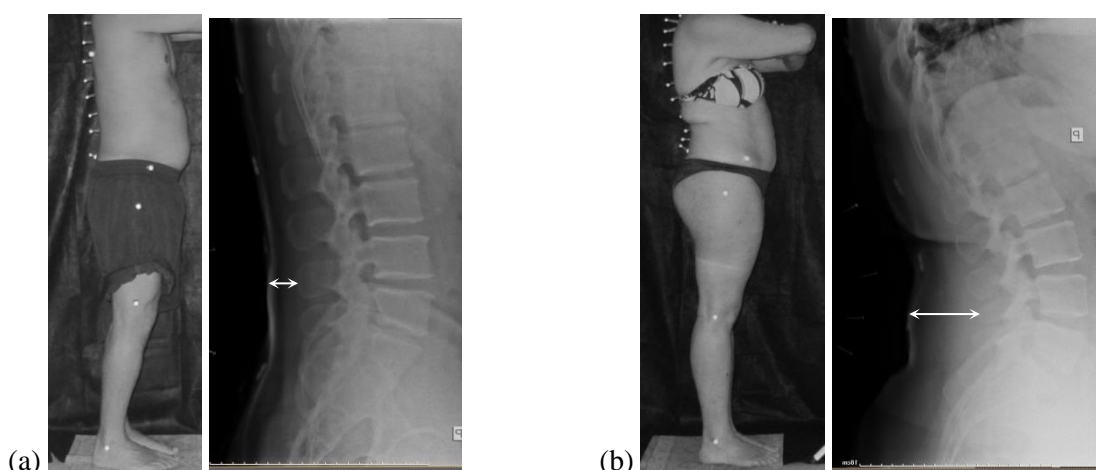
Exemplos de radiografias de indivíduos com menor tecido adiposo (a) e com maior tecido adiposo na região lombar (b). Pode-se observar uma diferença maior entre a curvatura interna e externa nos indivíduos com maior tecido adiposo.
